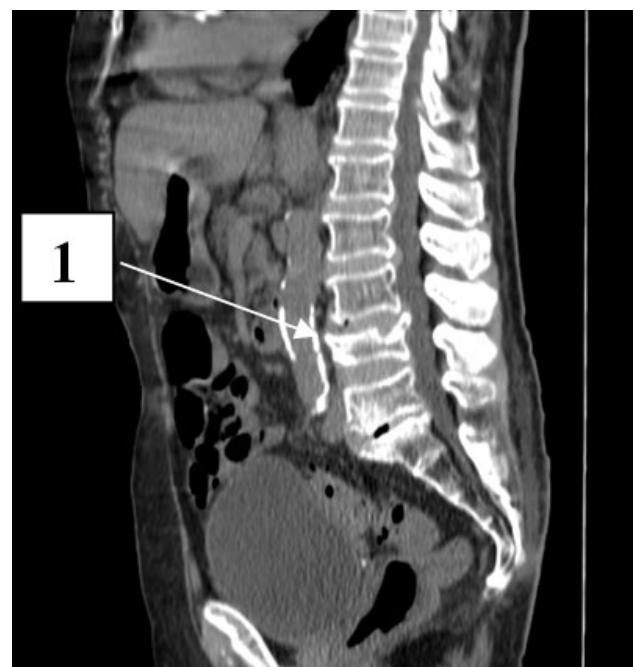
СКТ пояснично-крестцового отдела позвоночника (сагittalный срез).
